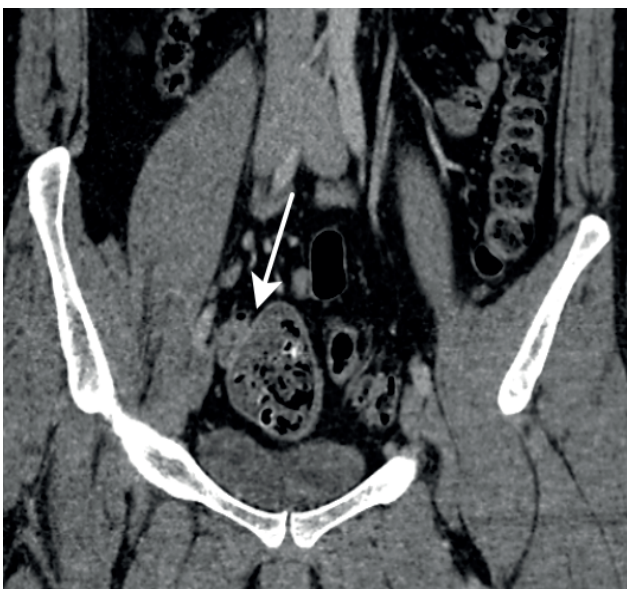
1А. КТ органов брюшной полости, нативная фаза, коронарный срез. Белой стрелкой указано образование, исходящее из тонкой кишки. 1Б. КТ органов брюшной полости, нативная фаза, коронарный срез. Белой стрелкой указано образование исходящее из тонкой кишки.
